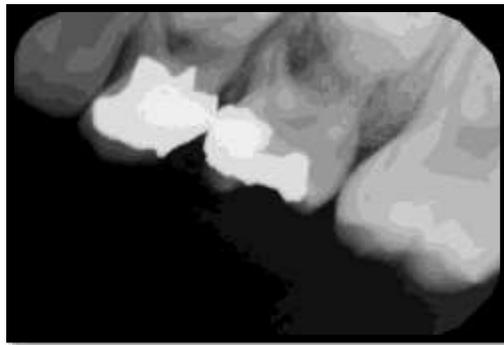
Radiografía periapical de 54 y 64.
